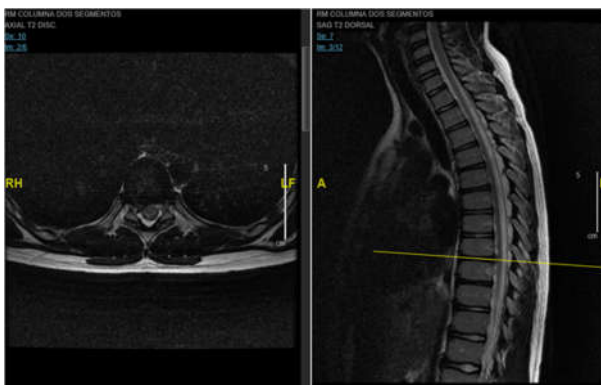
Imágenes de RM potenciada en T2. En la derecha se observa un corte axial donde se aprecia una
